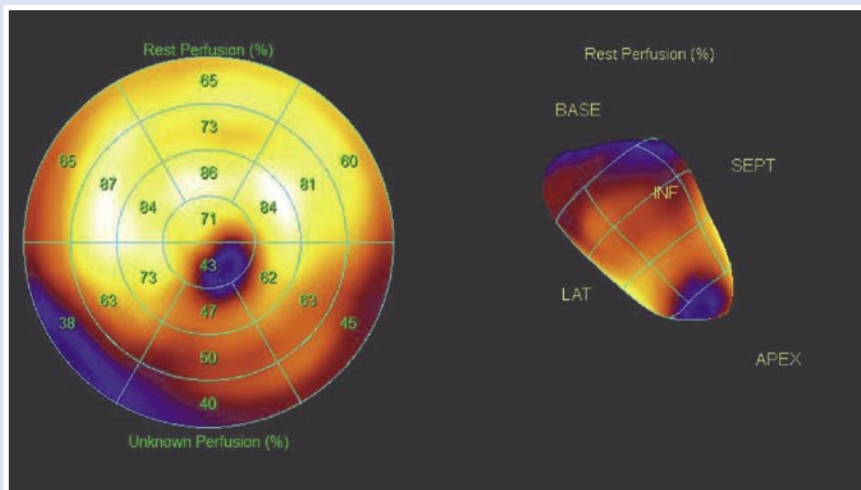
Аперфузируемая зона в области верхушки ЛЖ по данным синхро ОФЭКТ с 99mTc-технетрилом.
